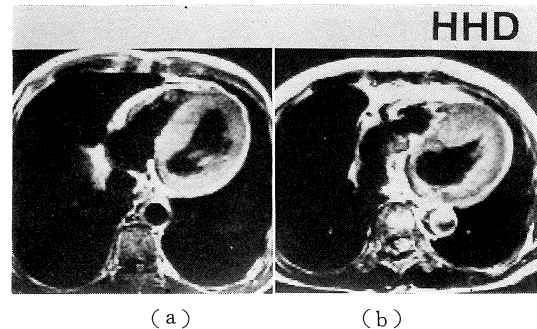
Representative cases of hypertensive heart disease by MRI.
